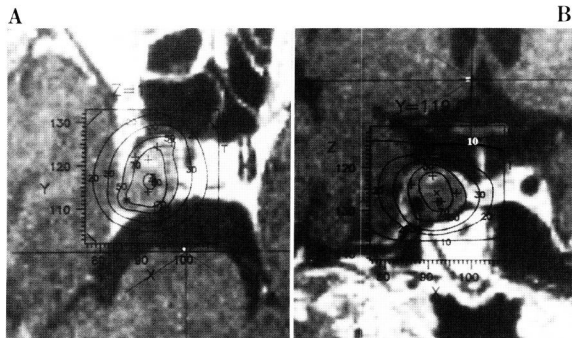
GD-enhanced MRI A:axial view B:coronal view Tumor which showed hypointense area was covered by 50% marginal dose curve with multiple shots. Maximum and marginal dose were 40 and 20 Gy respectively.
